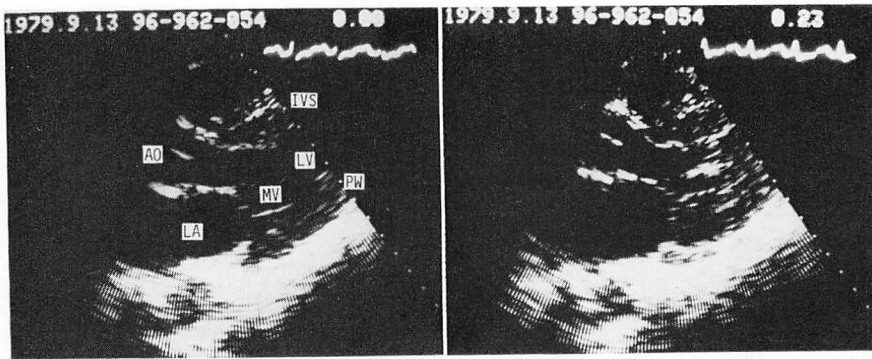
Long axis views of the ultrasono-cardiotomogram of Case 4.
